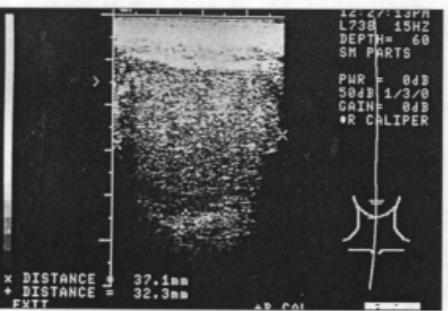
Ultrasound shows homogenous mass that measures 3.2×3.7 cm, with thin capsule just beneath skin.
